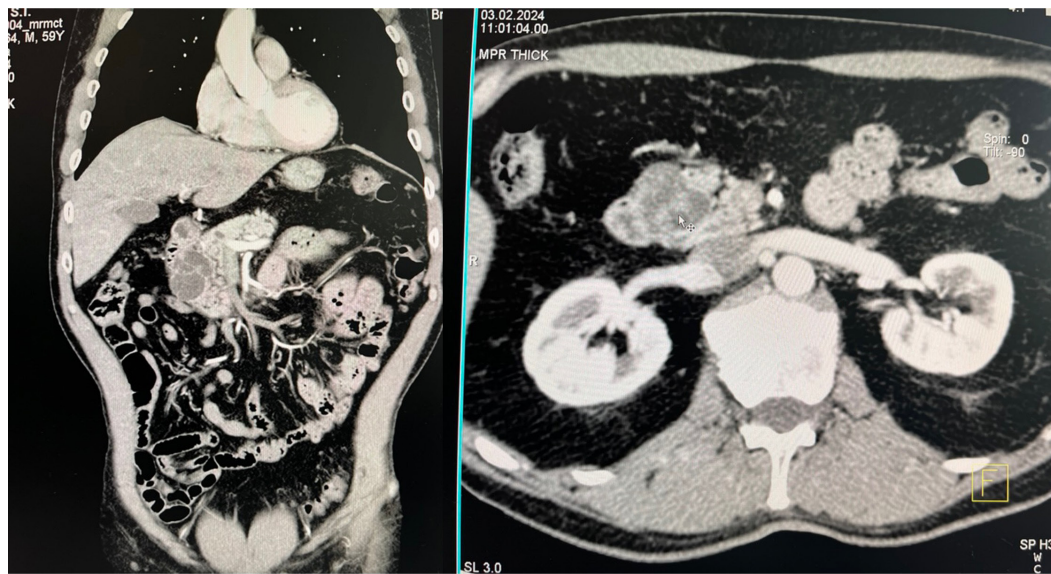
МСКТ пациента В. Отмечается кистозная трансформация головки поджелудочной железы
